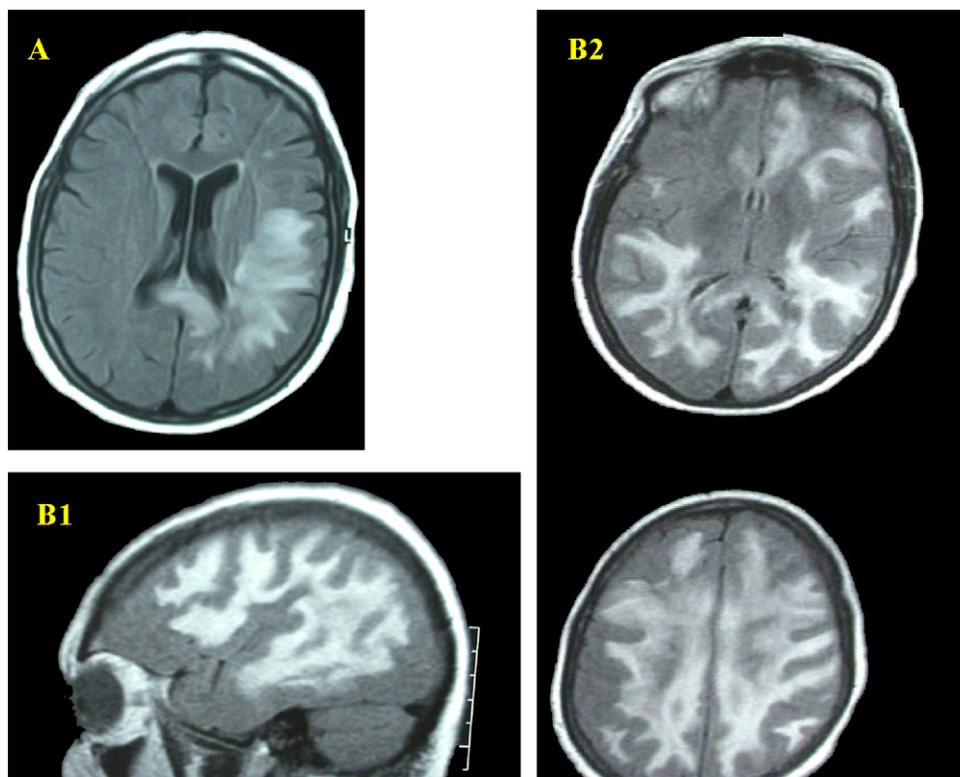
Encéphalomyélite aiguë disséminée chez une femme de 68 ans, survenue sept jours après un syndrome grippal. Tableau clinique de coma fébrile associé à une hémiparésie droite. IRM cérébrale, séquence FLAIR, coupes axiales A, B2 et parasagittale B1. Atteinte initiale de la substance blanche frontopariétale gauche et du splénium du corps calleux A. Aggravation des lésions quelques jours plus tard sous forme d'hypersignaux diffus de la substance blanche B1, B2. Évolution favorable sous corticoïdes et immunoglobulines polyvalentes.
